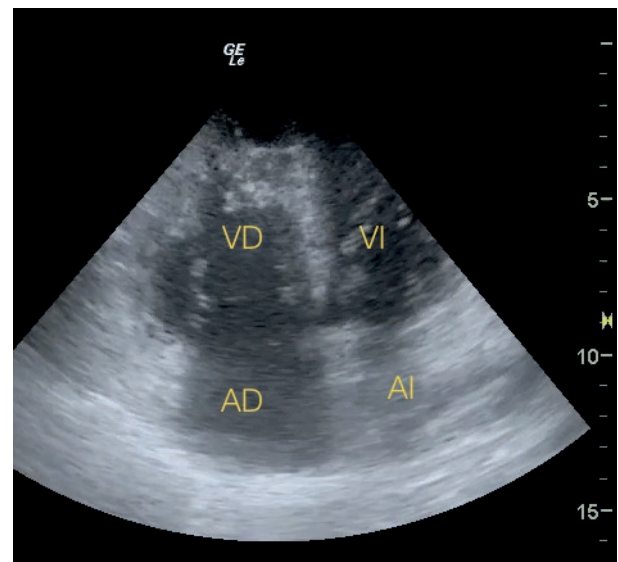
Ecocardiograma (plano apical cuatro cámaras) de un paciente con embolia de pulmón masiva. Obsérvese la gran dilatación de cavidades derechas y la insuficiencia tricúspide (flecha).
